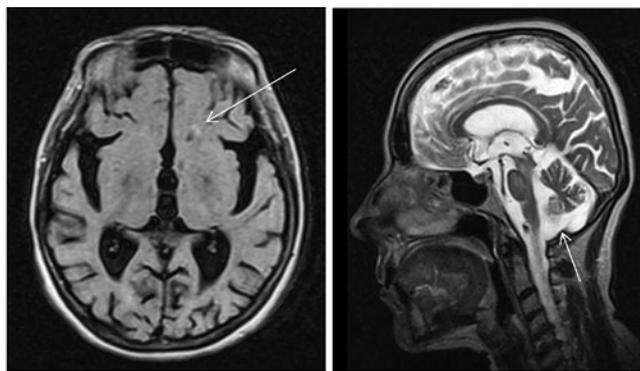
МРТ больной Б. (2017 год). А – аксиальная проекция: кортикальная атрофия, сосудистый очаг (стрелка). Б – сагиттальная проекция: ретроцереbellарная киста (стрелка)
